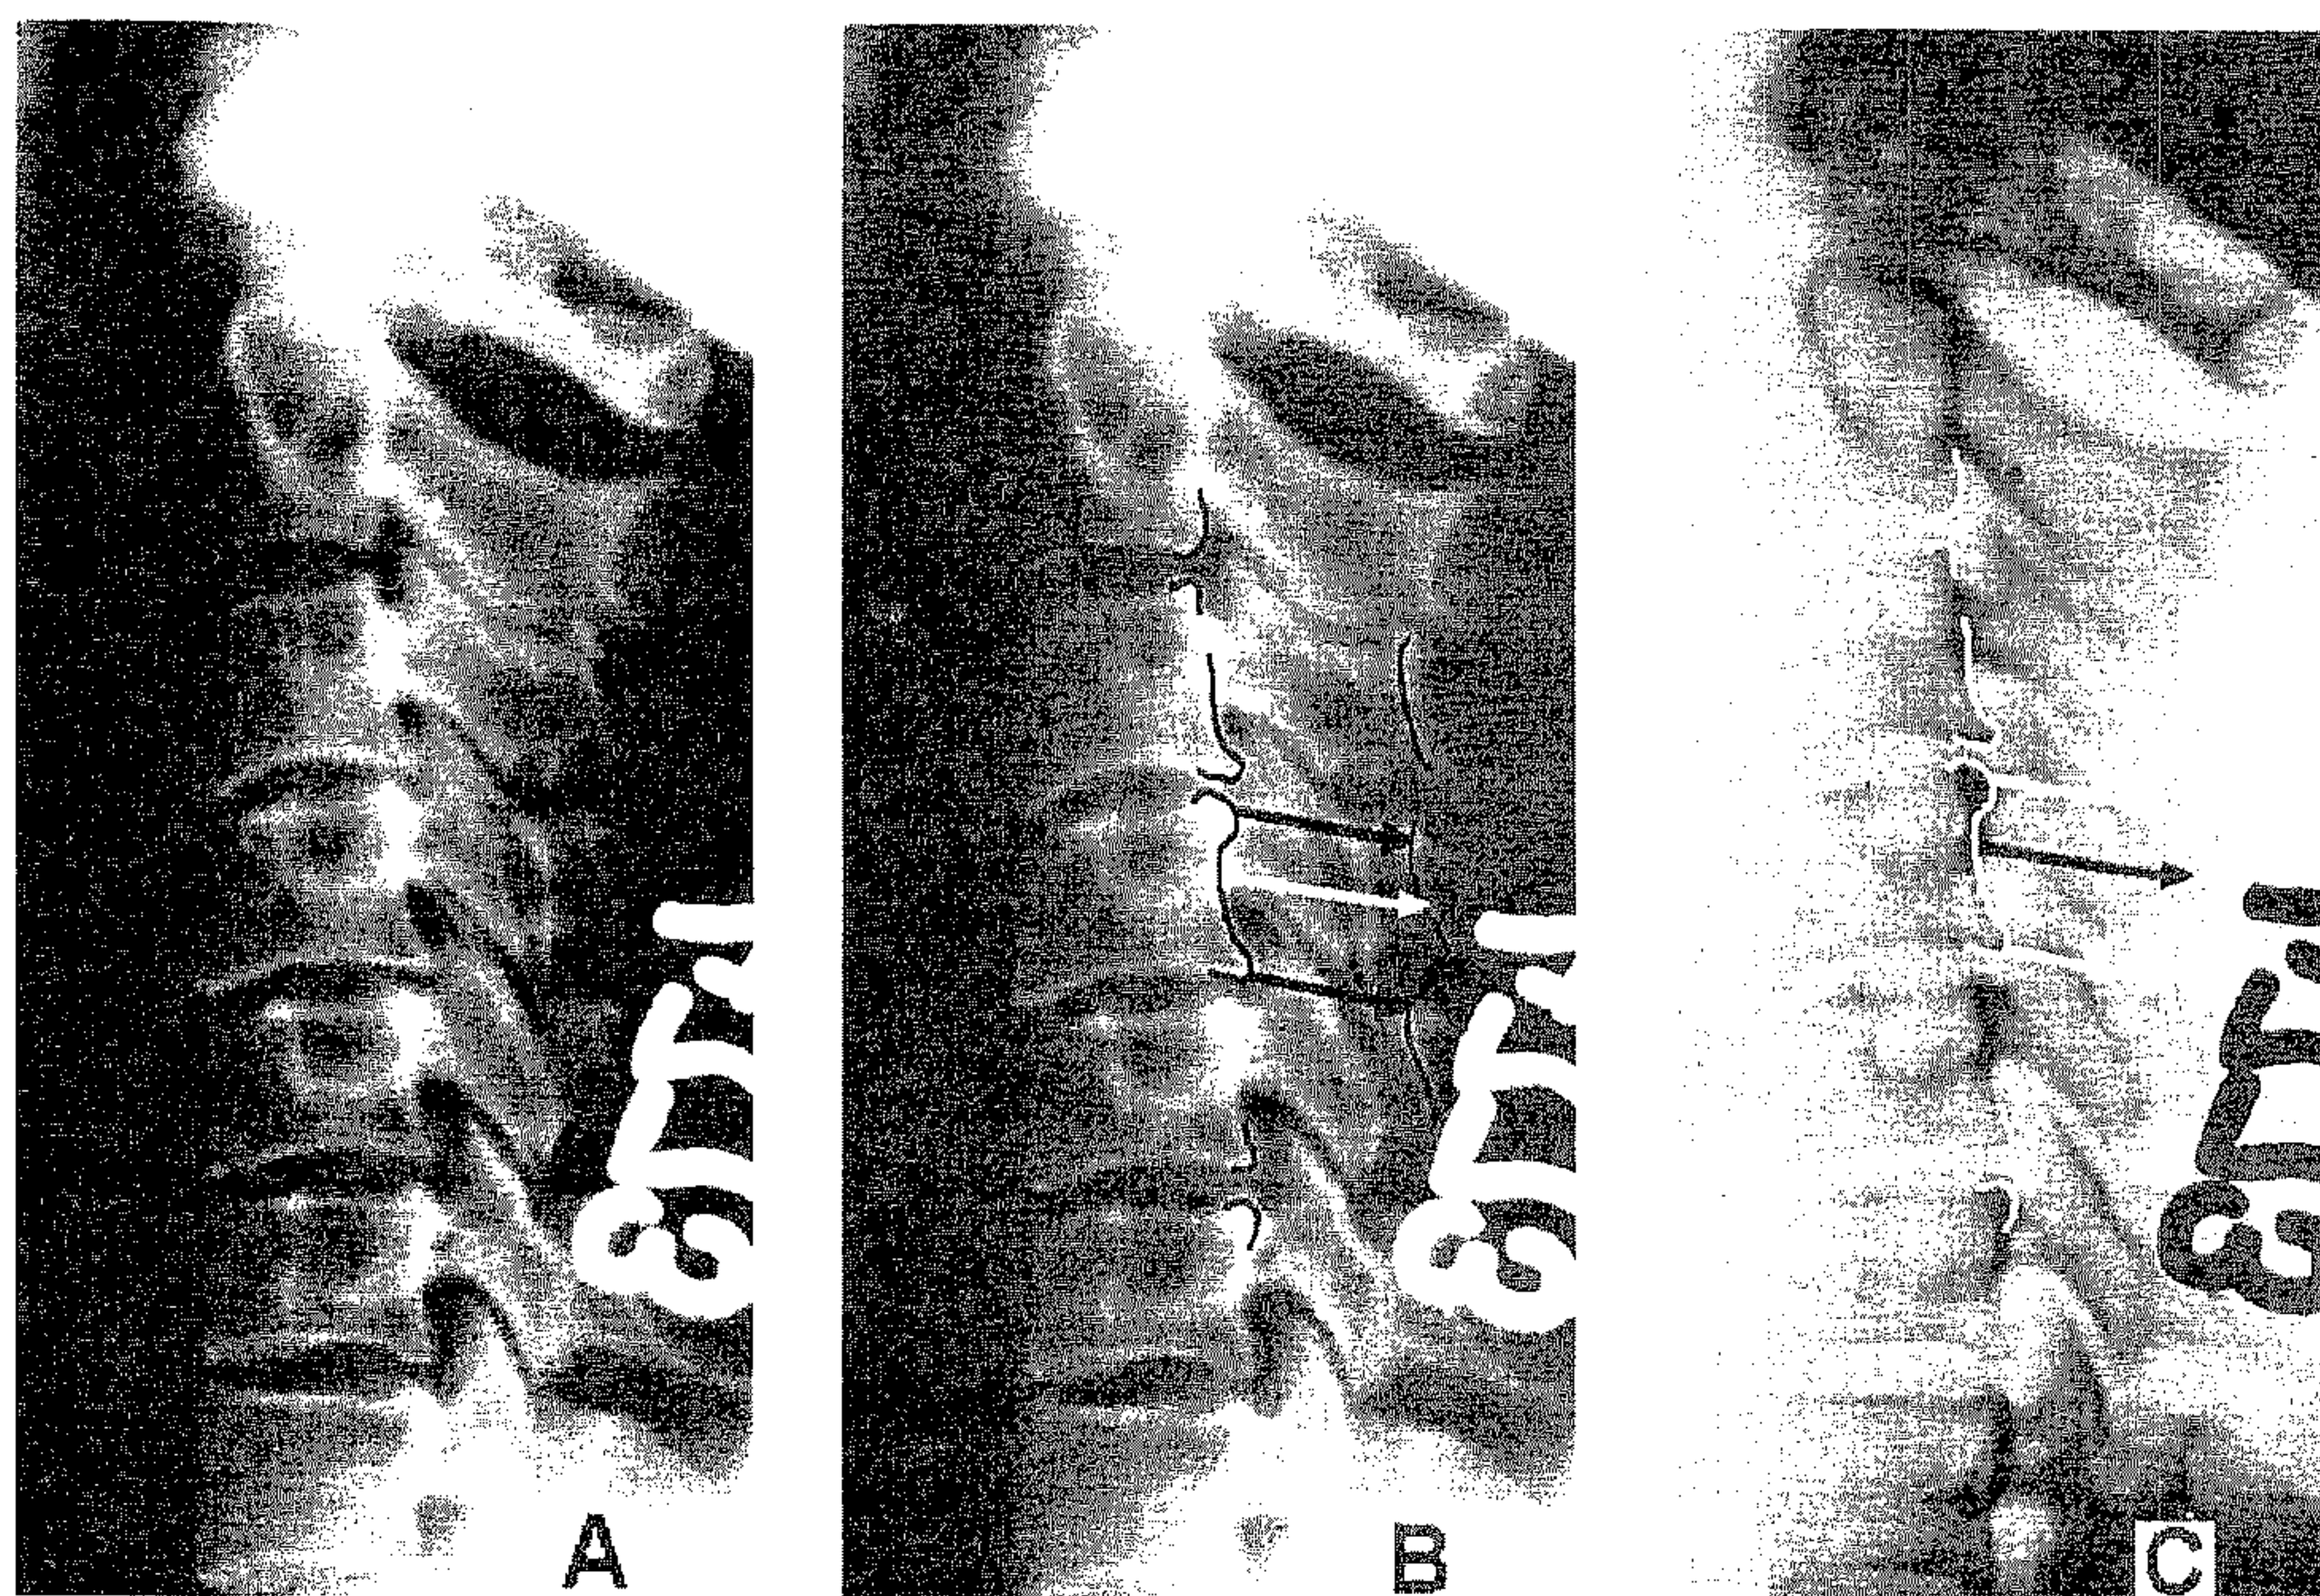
A. Radiografia simplă de profil prezentată în fig. V.5.5; B. Aceeași imagine la care au fost conturate: perete posterior corporeal, osteofitele posterioare, limita posterioară a canalului rahidian; săgețile negre indică reducerea diametrului sagital la nivelul osteofitelor (mici în cazul de față), săgeata albă indică diametrul nemodificat. C. Negativul imaginii B scoate în evidență elementele osoase conturate.
